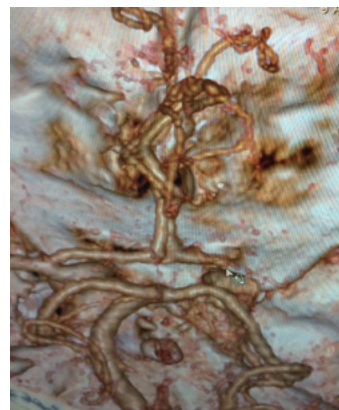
Компьютерная томографическая ангиограмма головного мозга. Тромбоз правой средней мозговой артерии, сегмент М1
